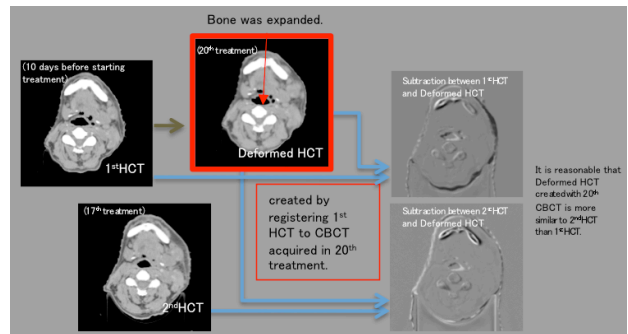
治療計画時のヘリカル CT (1stHCT) と治療開始17日後のヘリカル CT (2ndHCT)、及び20日後の治療中 CBCT に対し Deformable image registration された CT (Deformed HCT; 赤). 右はそれぞれの差分画像
